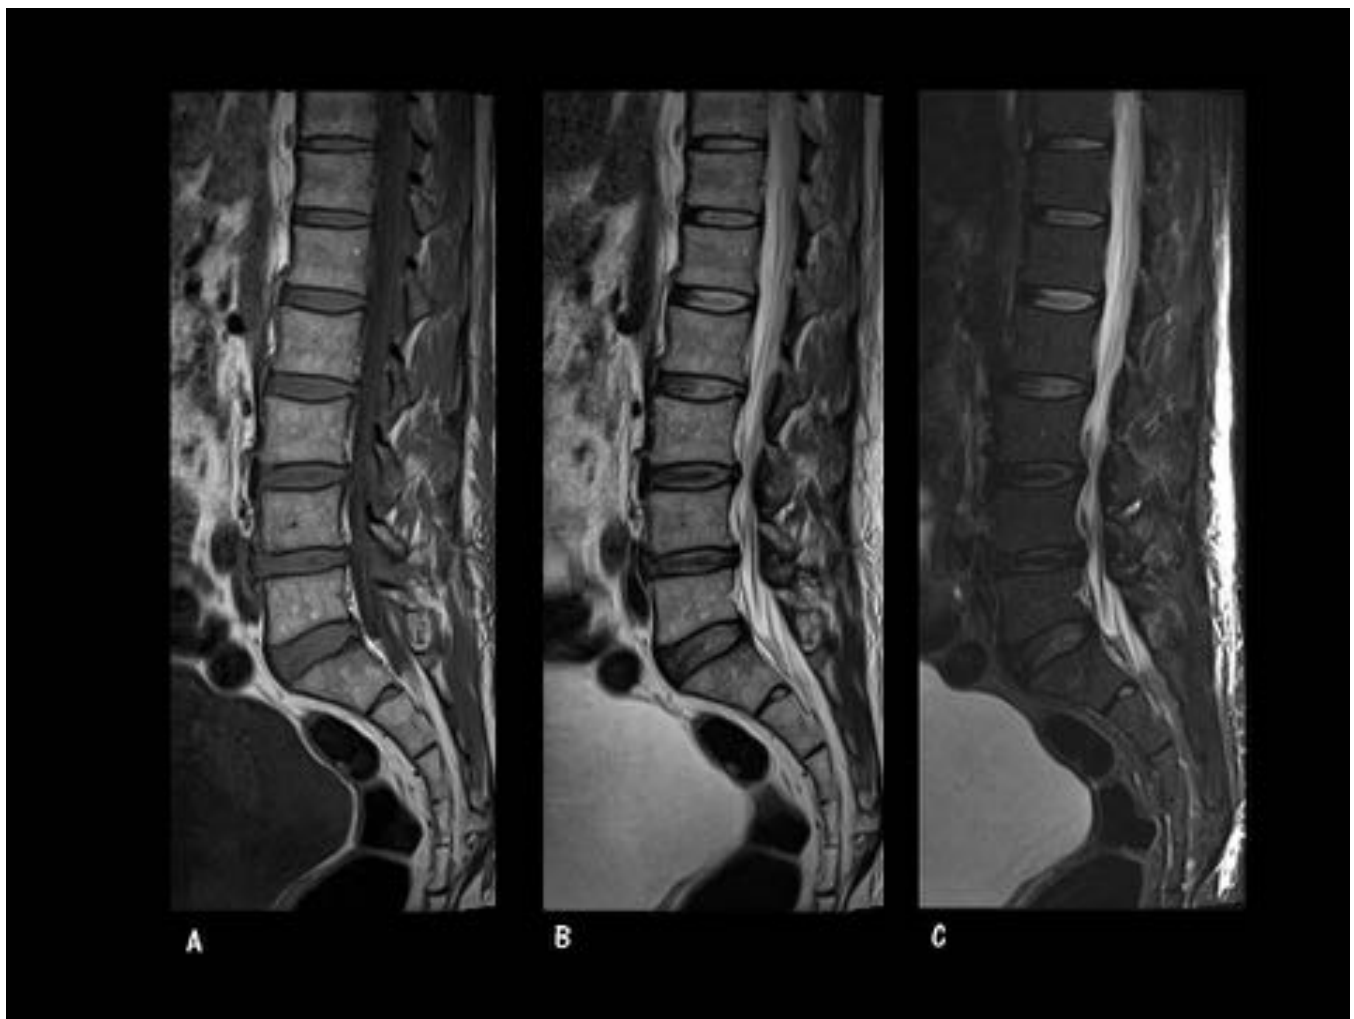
Protrusión Discal. Caso 1. Varón de 56 años. Lumbalgia. Imágenes sagitales. RM C. Lumbar. A T1. B. T2. C. STIR. Protrusiones discales múltiples de L3 a S1, más acusada en L4-L5.
